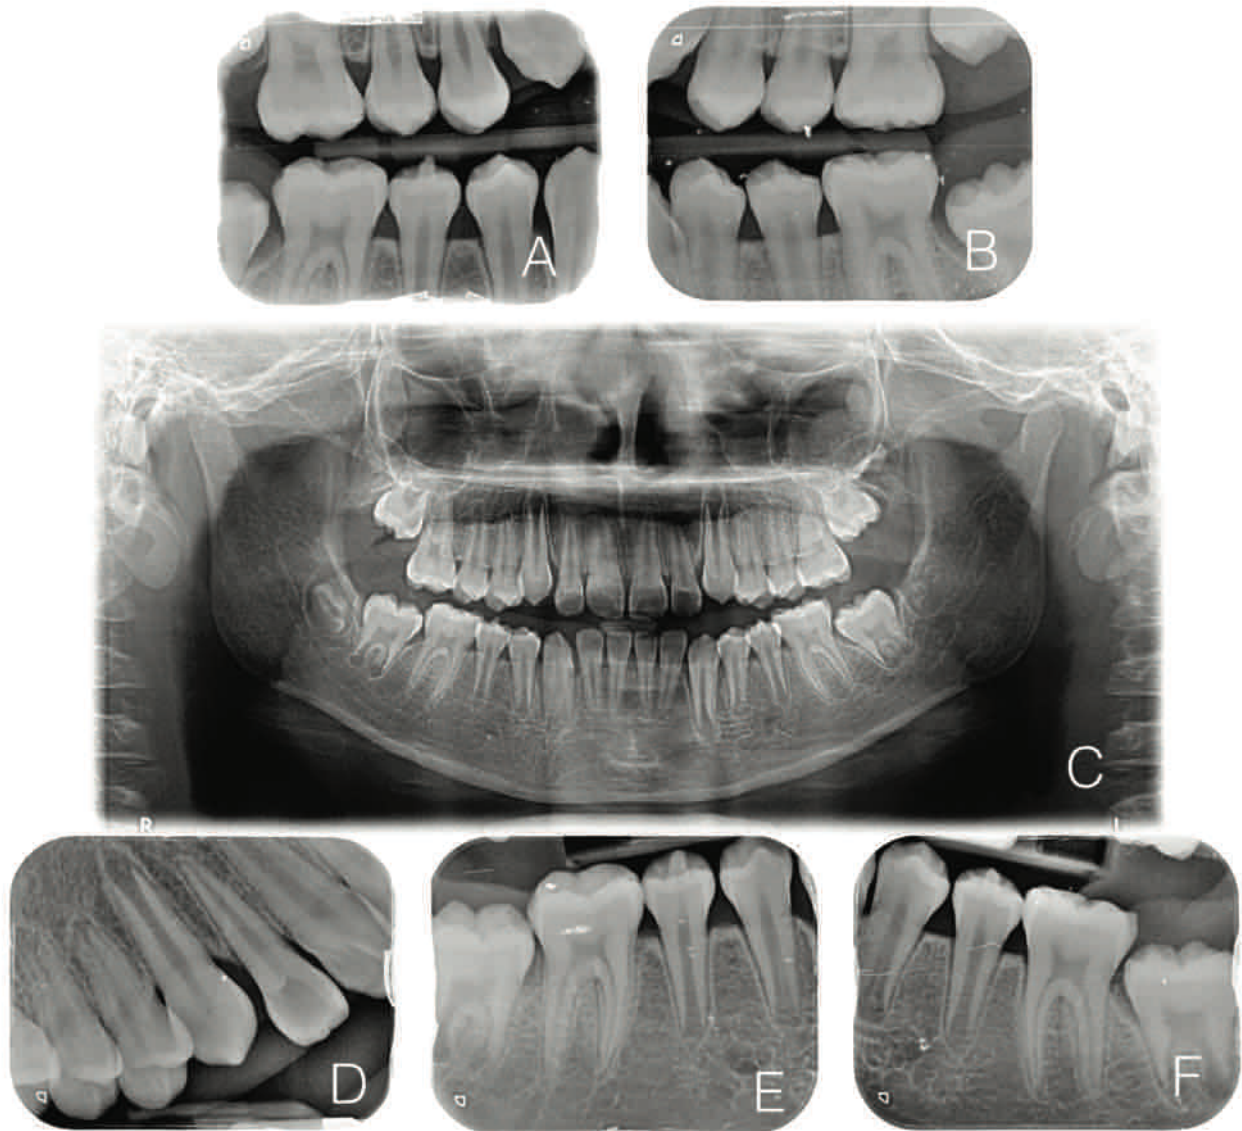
Radiografías iniciales (A y B: radiografías de aletas de mordida; C: radiografía panorámica; D, E y F: radiografías periapicales de 14, 15, 35 y 45).
